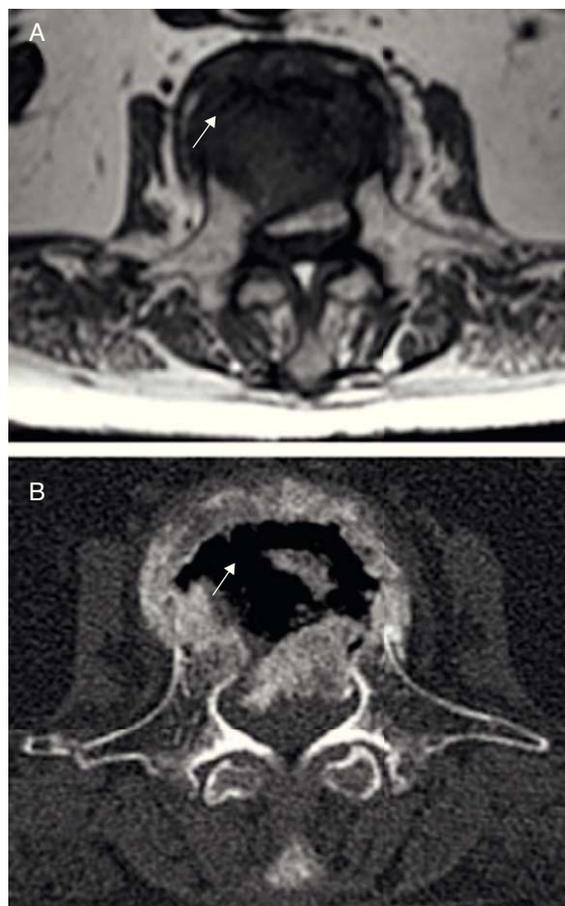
Imágenes axiales en RM (secuencia T1; (A) y TC (B) en las que se demuestra que la imagen de hipointensidad lineal en la RM se corresponde con el aire intravertebral en forma de *croissant* en la TC (flechas blancas).
